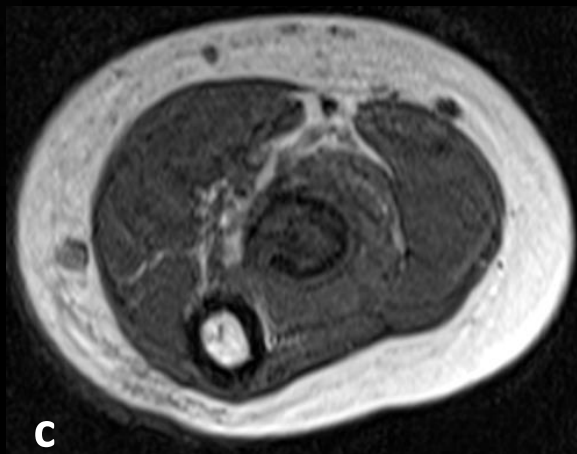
Osteomielite Crônica Multifocal Recorrente – continuação da figura 1. Nas imagens do antebraço é possível caracterizar áreas de edema ósseo na metáfise proximal do rádio, evidente nos cortes coronais ponderados em DP com saturação de gordura (a-b), apontado nas setas. Nas imagens axiais ponderadas em T1 (c), DP com saturação de gordura (d) e na subtração pós-contraste (e) é possível identificar coleção inflamatória subperiosteal (setas em d) com realce pós-contraste das alterações inflamatórias incluindo as partes moles adjacentes. Ressalto do periósteo sendo evidenciado também na radiografia simples anteroposterior (setas em f). A biópsia da lesão femoral foi compatível com osteomielite crônica.
